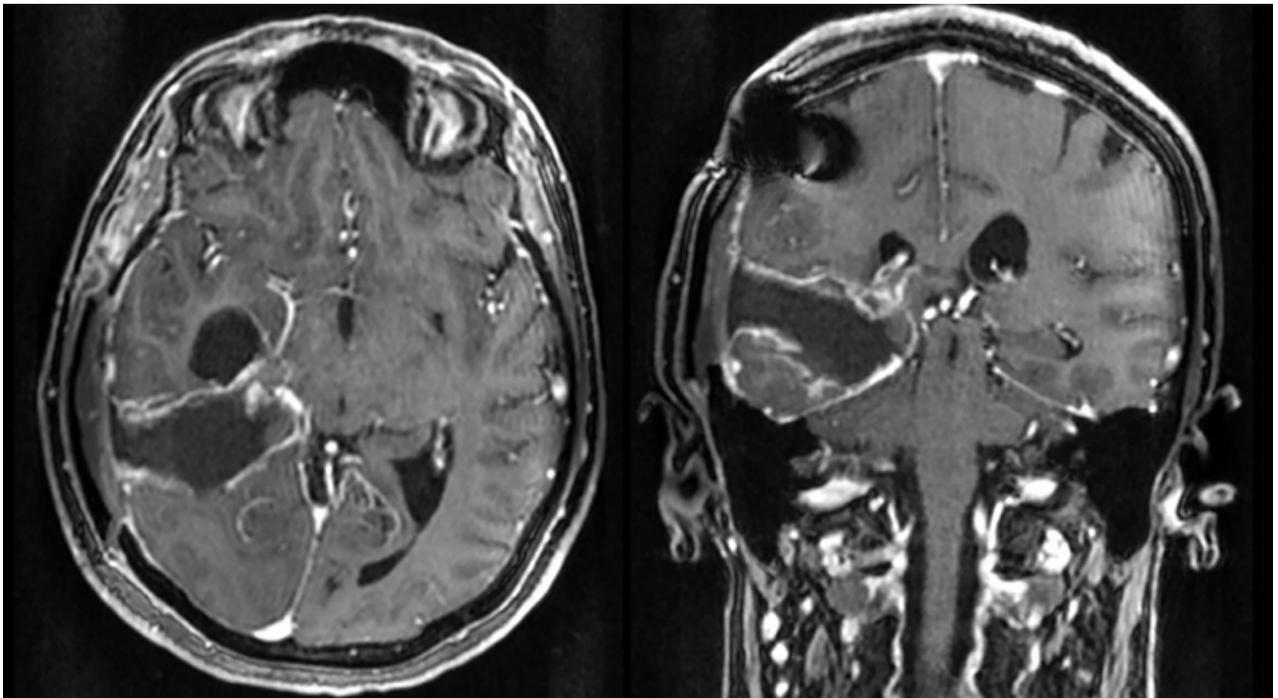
RM con gadolinio en secuencia T1, corte axial a la izquierda, coronal a la derecha. Se observa una buena resección, con un posible remanente tumoral residual hacia la porción más medial.
